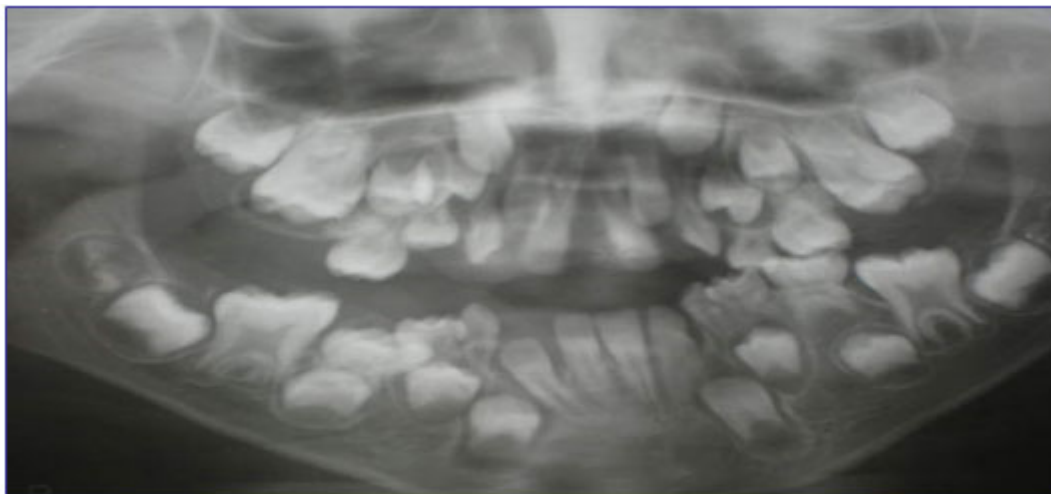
Radiografía panorámica que confirma la presencia de los dientes permanentes bajo el tejido gingival. Cortesía Dr. Valcárcel Llerandi.
